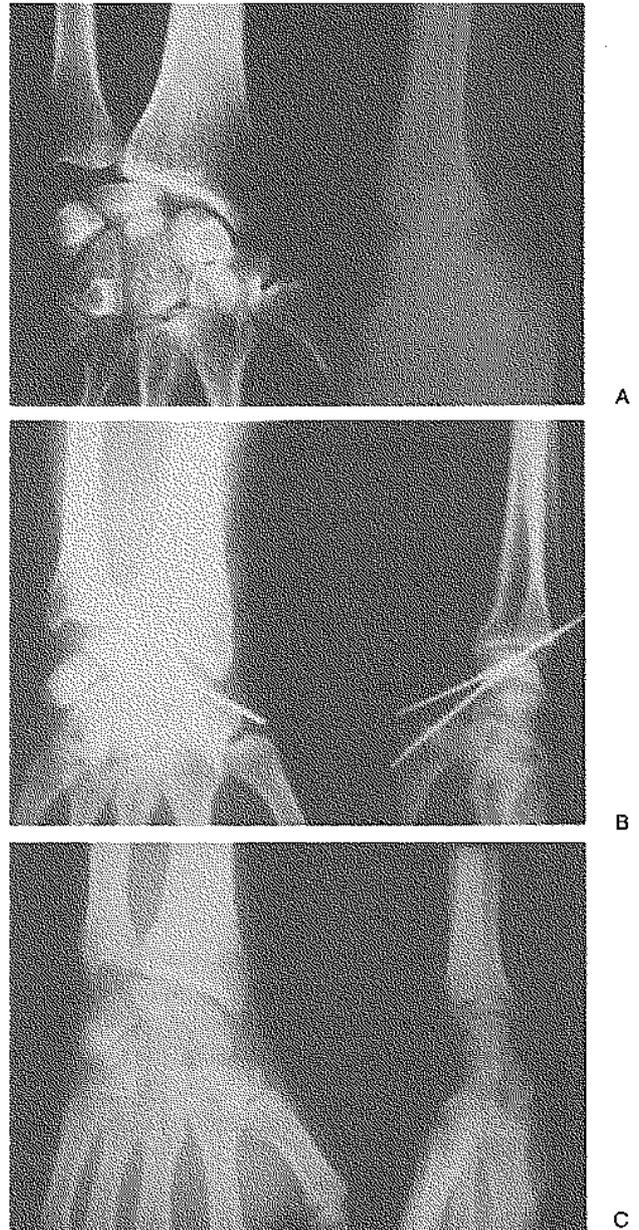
Radiographies d'un poignet présentant une instabilité carpienne externe.
